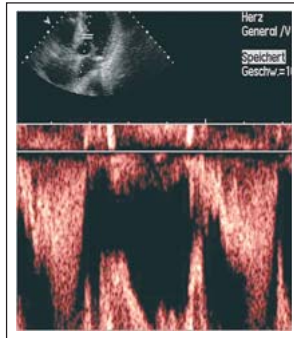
PW-Doppler im Ausflusstrakt unter 2 x 240 mg Verapamil
